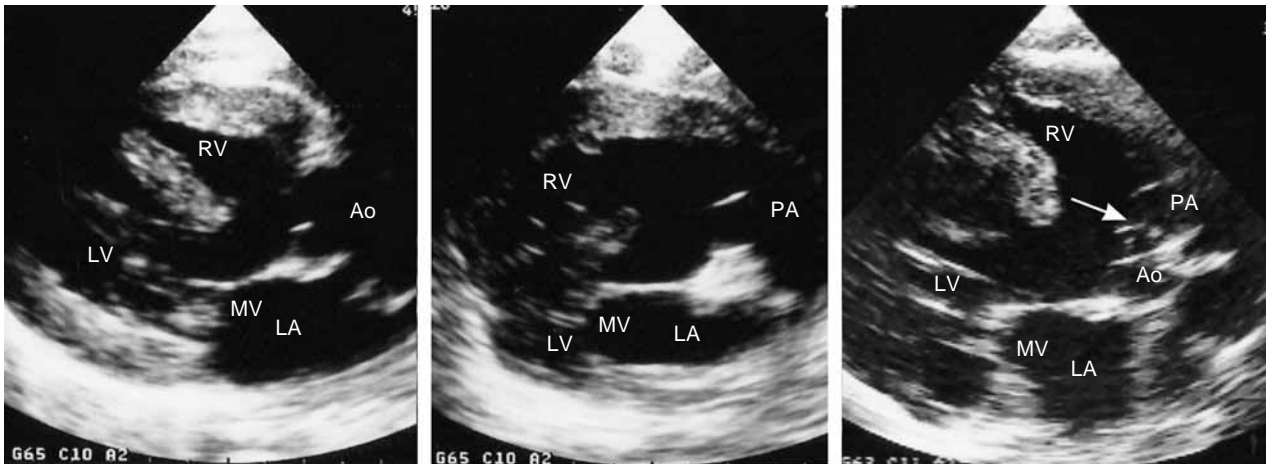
Two-dimensional echocardiogram obtained from a patient with double-outlet right ventricle (DORV), doubly committed ventricular septal defect (VSD), and normally related great arteries.
